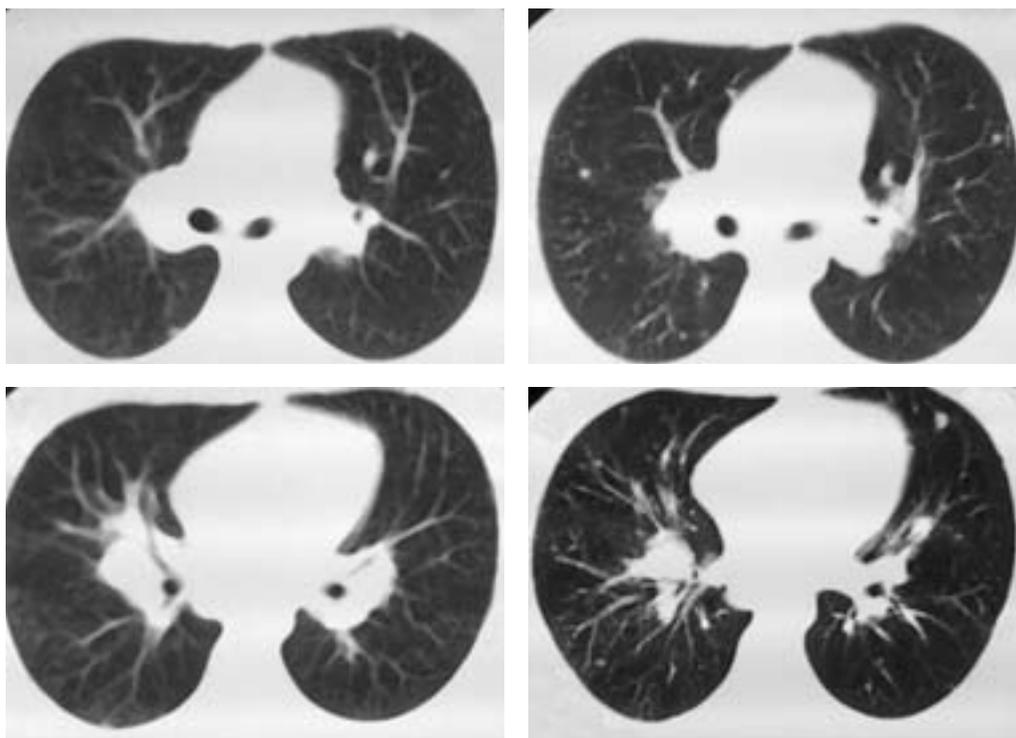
КТ органов грудной клетки (2005 г.), аксиальные срезы. Появление новых очаговых теней в легких.
